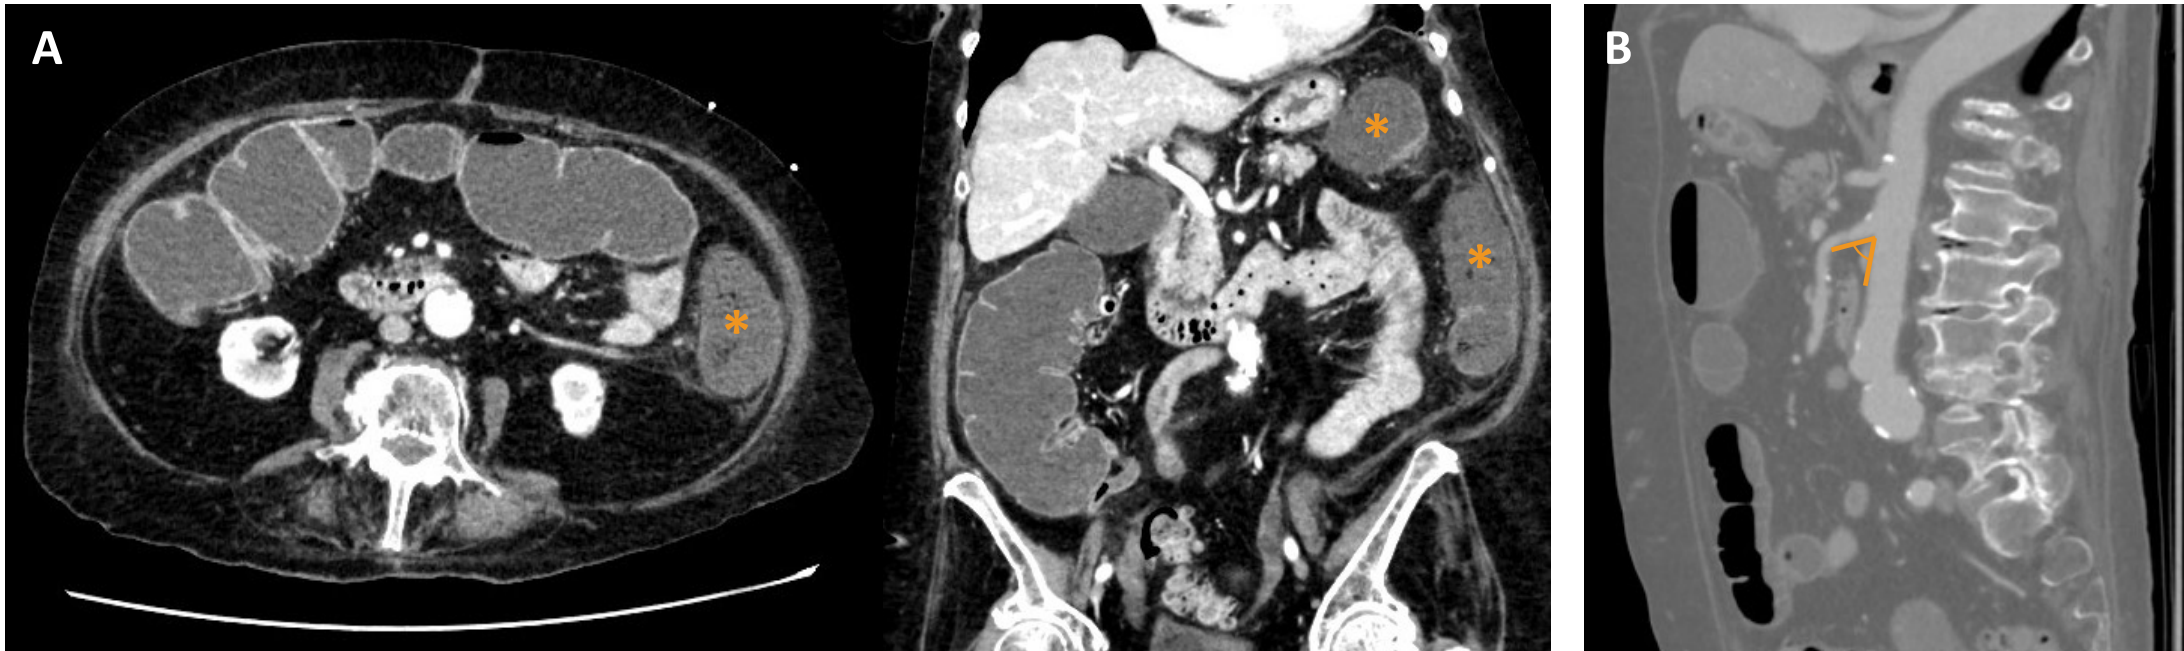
Se observan tres cortes de una TC correspondiente a un paciente con diagnóstico de NOMI en el contexto de un shock séptico. (A) Cortes axial y coronal, tomados en fase venosa, que muestran un colon descendente y ángulo esplénico de aspecto isquémico en comparación con el resto de intestino. Vemos así dichas asas con una clara hipocaptación de contraste en sus paredes respecto al colon ascendente (asteriscos naranjas), que se muestran casi imperceptibles, y leves cambios inflamatorios en la grasa regional consistentes en trabeculación de la misma y finas lengüetas de líquido. (B) Corte sagital que muestra un eje aórtico con ateromatosis calcificada que llega a afectar también a alguna rama visceral. La ausencia de trombos sanguíneos y la presencia del ángulo aortomesentérico aumentado (cuando este se encuentra disminuido, favorece la entrada de émbolos oclusivos a la circulación mesentérica), hacen pensar en un bajo gasto de origen séptico como causa de la isquemia intestinal vista.
